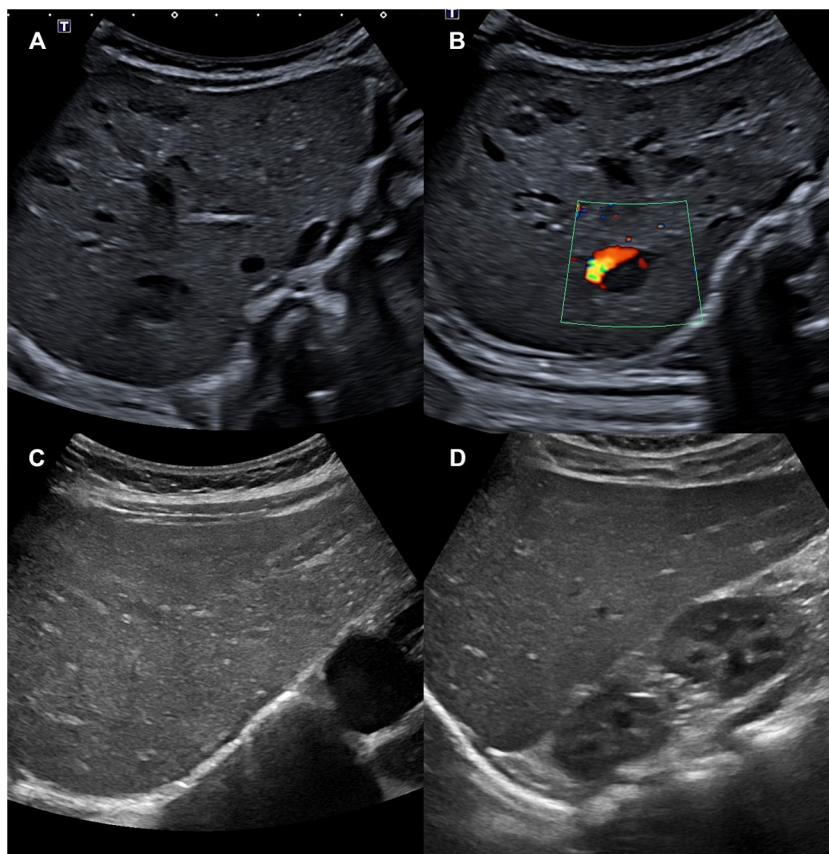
A y B) Ecografía abdominal en la que se visualizan entre 10 y 15 lesiones ocupantes de espacio hipocogénicas compatibles con hemangiomas hepáticos. En la imagen B se aprecia señal doppler. C y D) Ecografía abdominal a los 4 meses de tratamiento, en la que han desaparecido los hemangiomas hepáticos. En la imagen no hay señal doppler.
